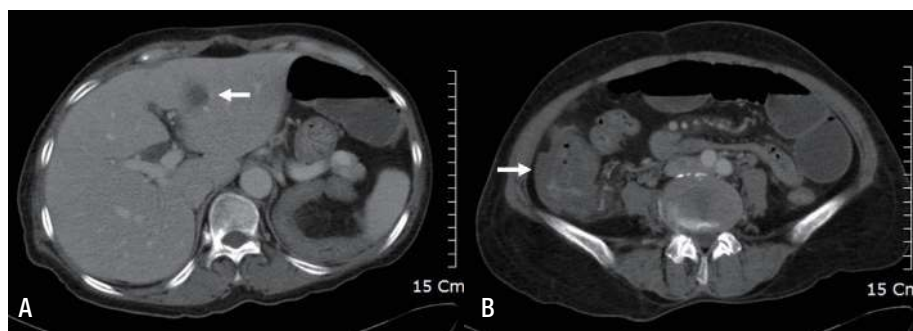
Abdominal CT scan shows A. ill defined abscess sized 1.5×1.5 cm in the left lateral segment of liver; B. circumferential edematous bowel wall thickening in the cecum.
